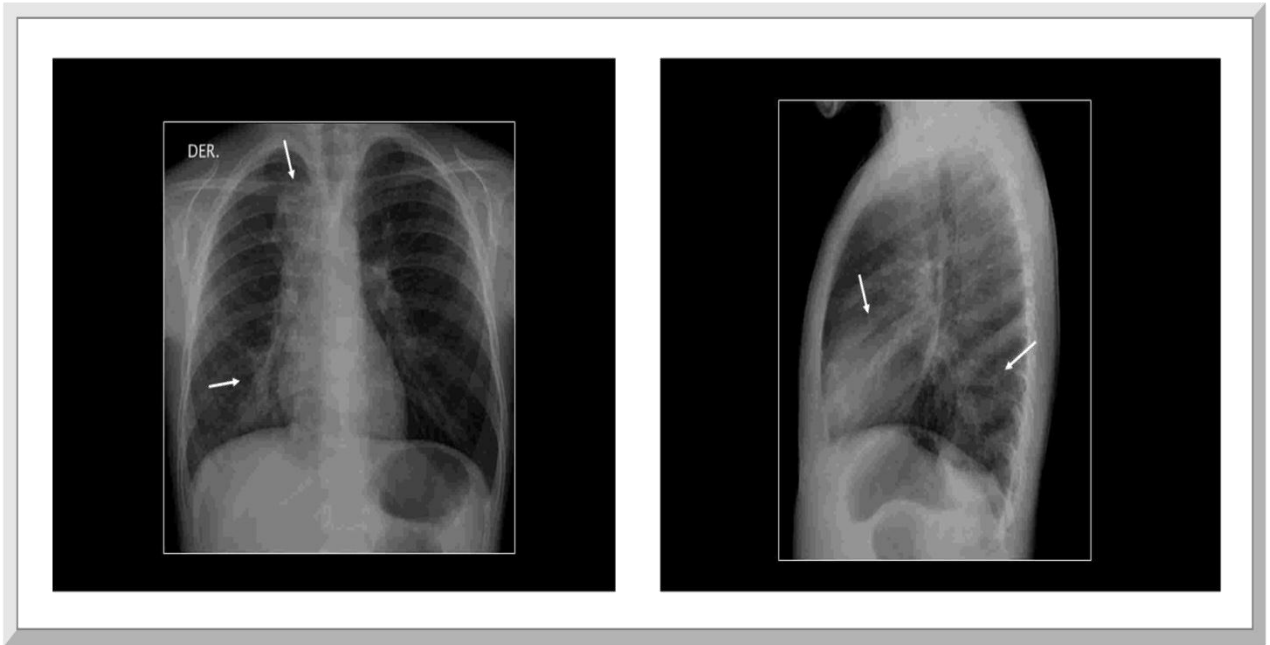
Radiografía de tórax AP (a) y lateral (b), muestran sombras parcialmente confluentes en los lóbulos superiores y medio derechos (flechas), con un componente atelectásico.
